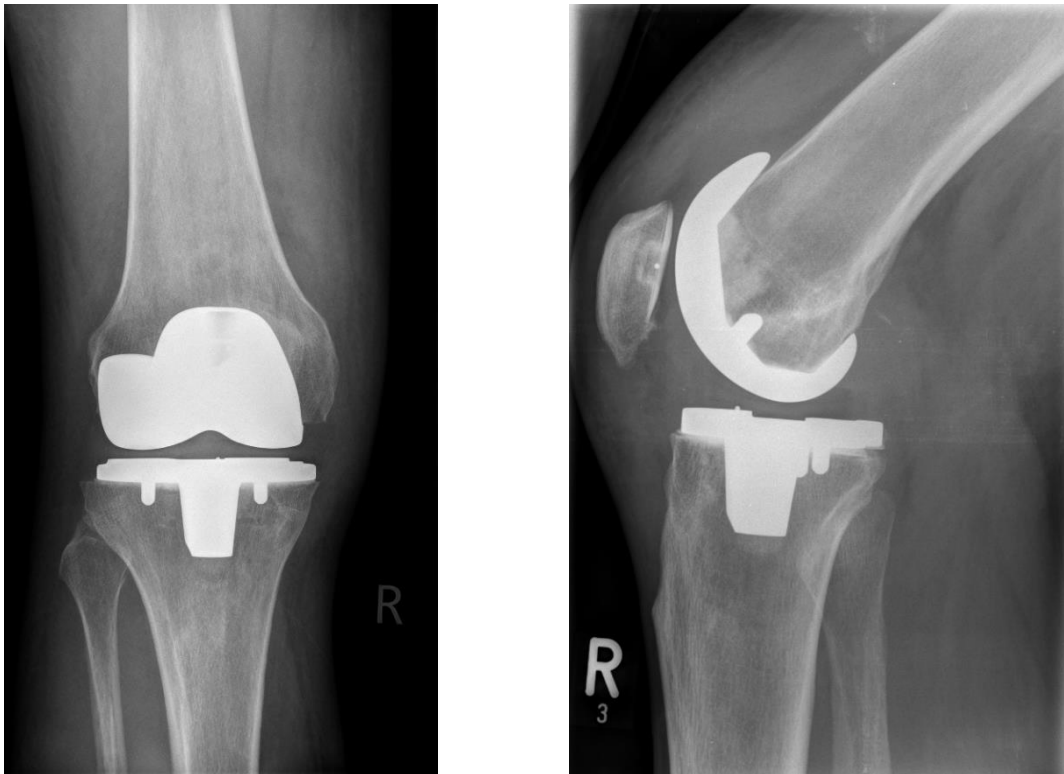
Röntgenaufnahme eines rechten Kniegelenkes in 2 Ebenen nach Implantation einer bikondylären Knieprothese und Retropatellarersatz, links a.p., rechts seitlich. Eigene Abbildung (Quelle: Abteilung für Radiologie, Kreisklinik Ebersberg)
